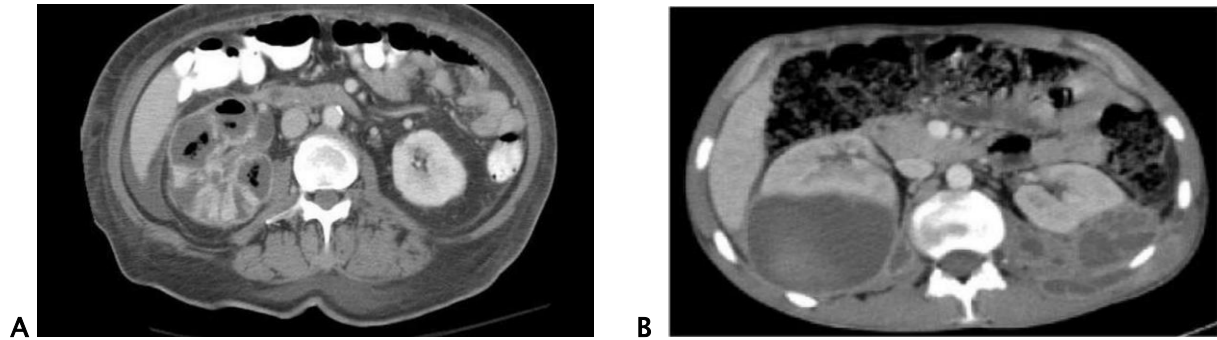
TDM objectivant PNA emphysémateuse(A) et phlegmon péri-néphrétique(B).
